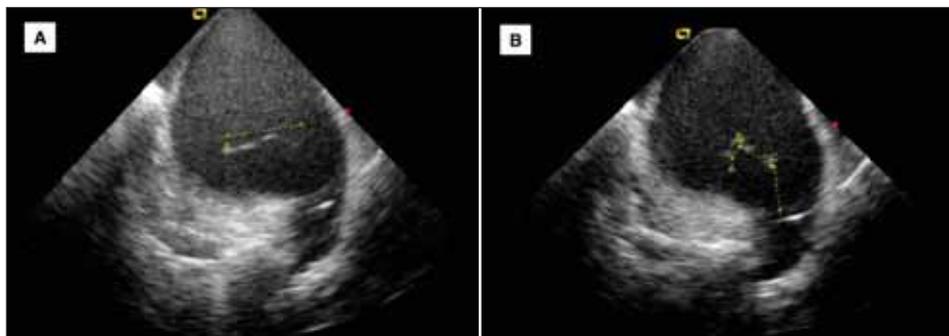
Imagem de ecocardiograma intracardiaco, mostrando trombo no átrio esquerdo (pontilhado amarelo) aderido ao cateter decapolar circular (Lasso®), localizado na veia pulmonar superior esquerda.
